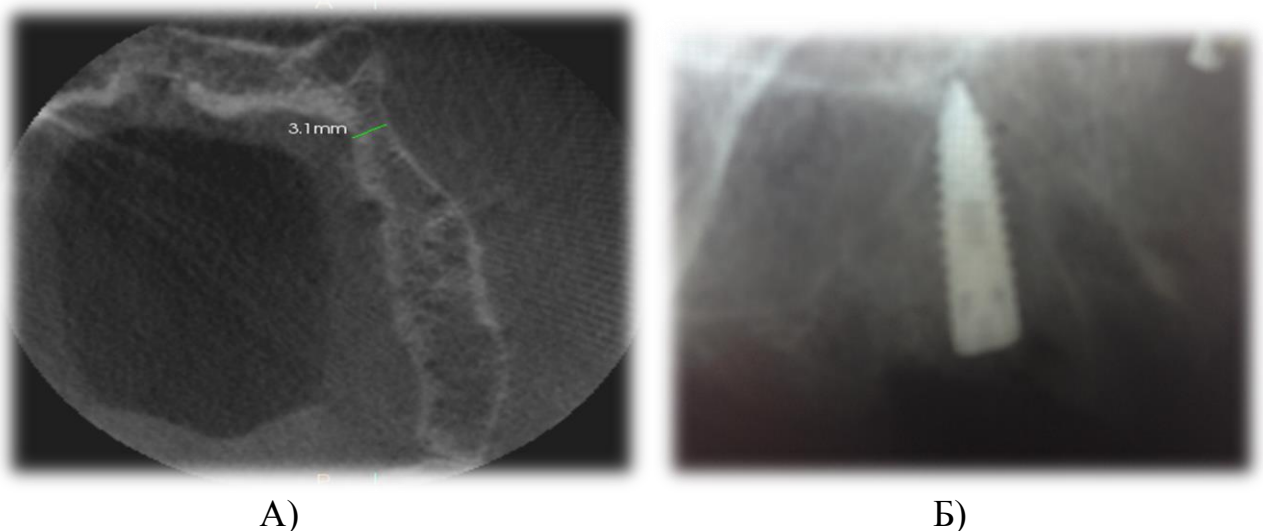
А) Компьютерная томограмма верхней челюсти пациентки В., 62 лет; Б) прицельная рентгенограмма пациентки В., 62 лет через 5 месяцев после установки имплантата
